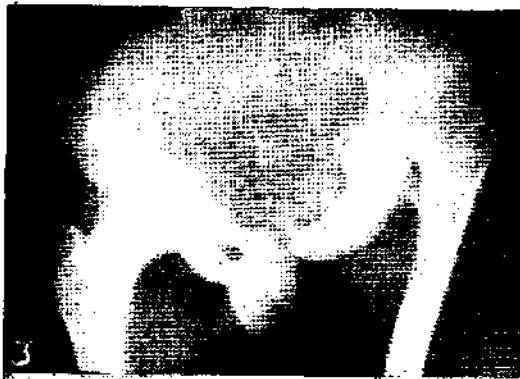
Caso 1. Radiografía al ingreso.
